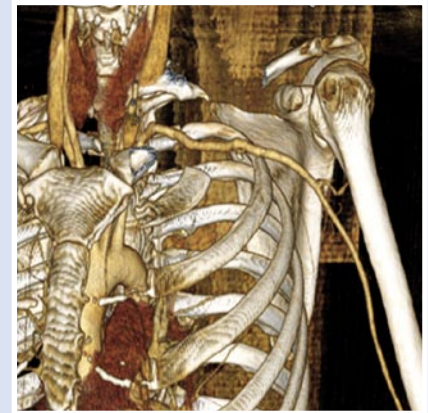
МСКТ с внутривенным контрастированием после оперативного вмешательства.
